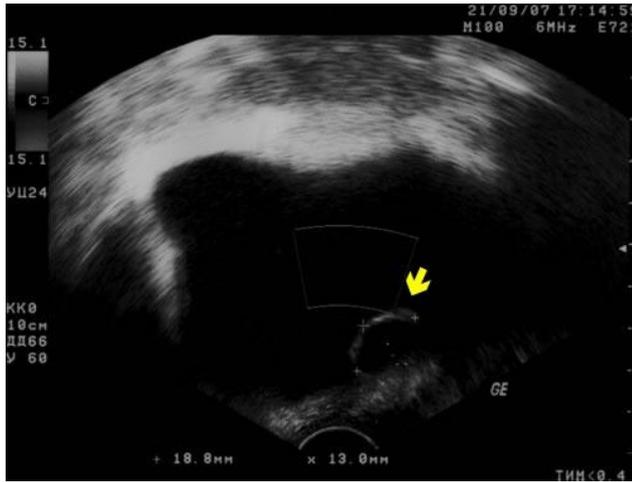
УЗИ – уретероцеле слева
